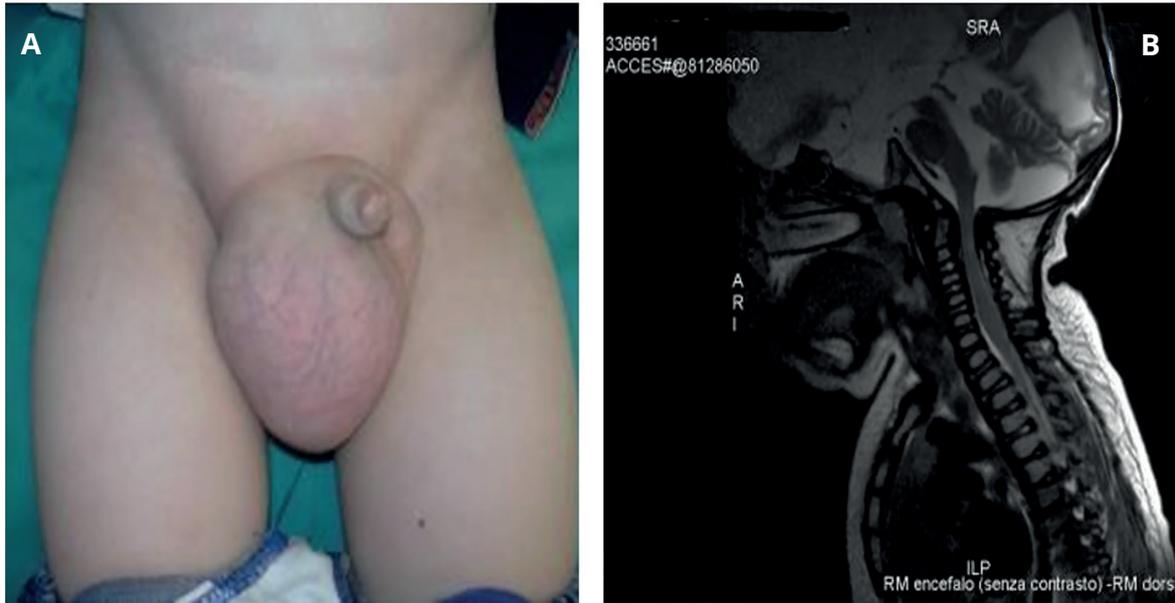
Manifestazioni della MPS I. A. Voluminosa ernia inguinale in paziente con fenotipo intermedio Hurler-Scheie. B. Stenosi del canale cervicale con segni di mielopatia alla risonanza magnetica (RM) del rachide in paziente affetto da fenotipo Hurler.
